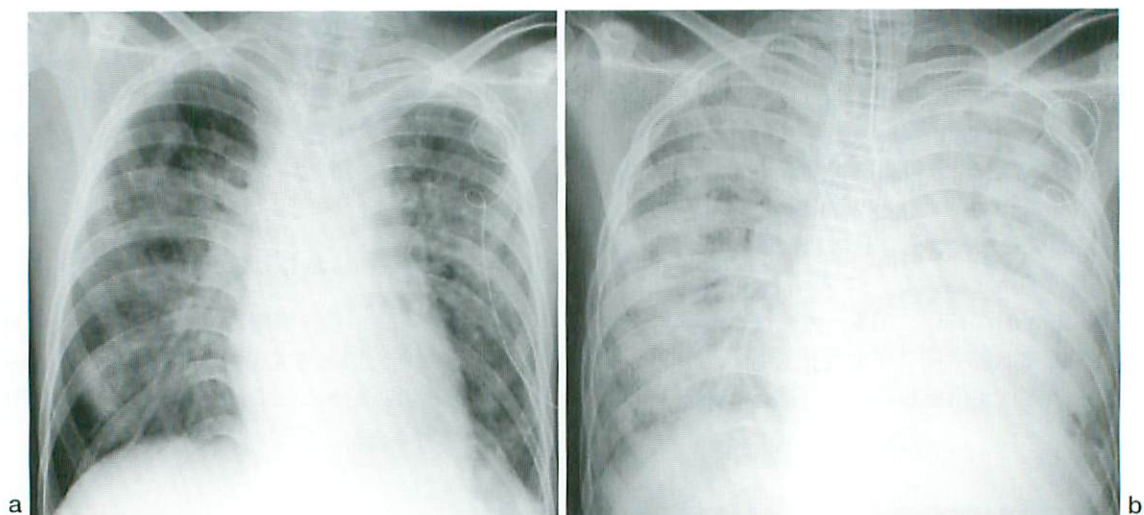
A 15-year-old boy, a cord blood transplant patient with refractory ALL who had respiratory distress. (a) Chest X-ray shows diffuse interstitial markings. (b) Subsequent follow-up chest X-ray obtained after 5 days shows diffuse bilateral ground glass opacities with air bronchogram. He died of respiratory insufficiency. Autopsy revealed pathologic lesions of fungus and adenovirus in both lungs.
